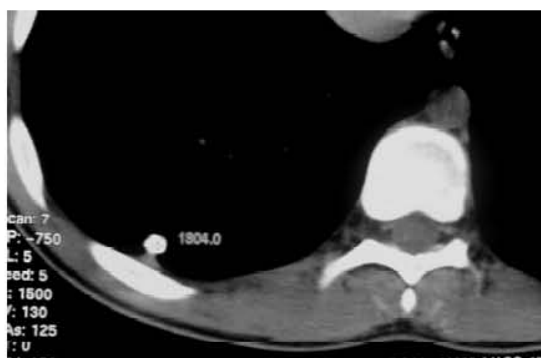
TC de tórax con ventana para mediastino. Presencia de nódulo Hiperdenso por calcificación (1304 UH), criterio de benignidad.
